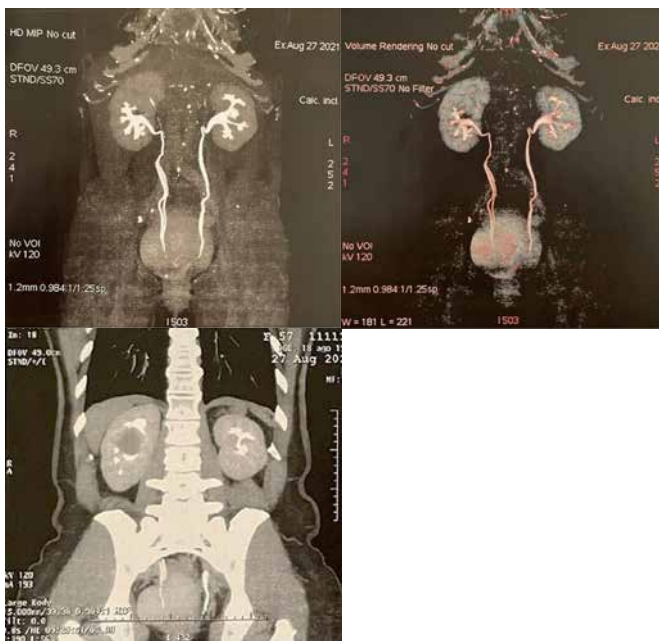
Imagem de ressonância magnética abdominal imagem nodular renal vascularizada em rim direito.
